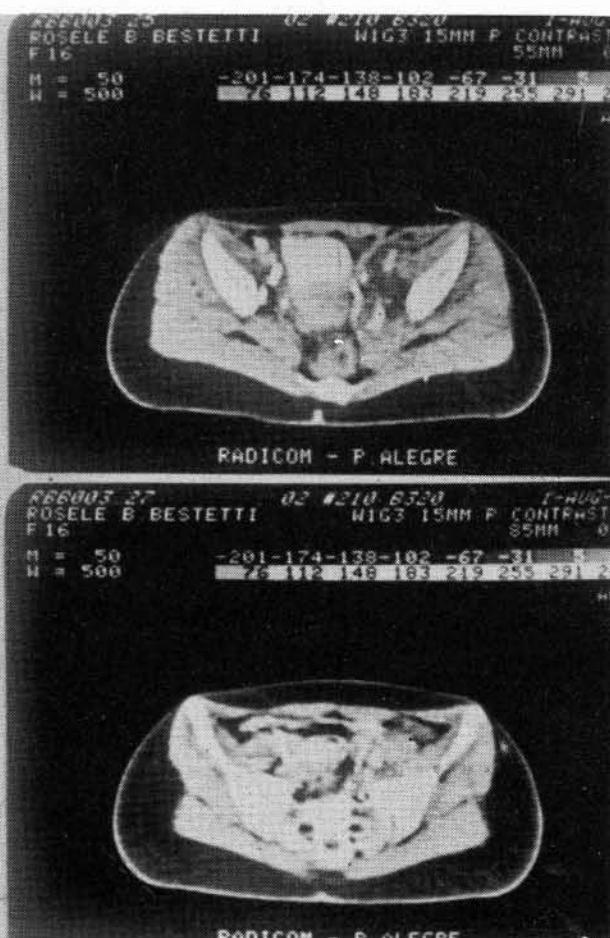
Tomografía Axial Computada. Masa tumoral desplazando vejiga hacia pelvis derecha.
